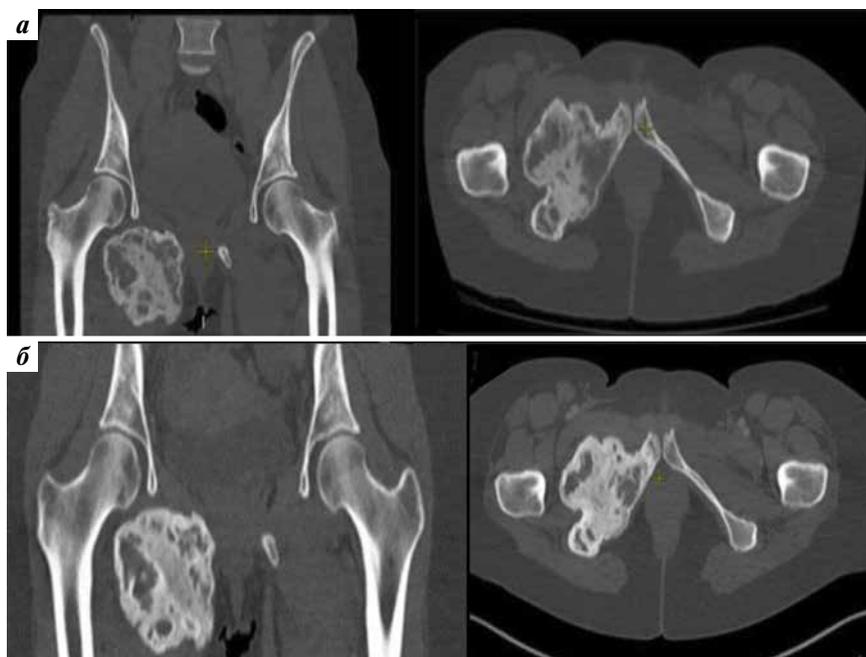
Компьютерные томограммы пациентки после 3 мес лечения деносунабом (а) и в январе 2024 г. (б)
